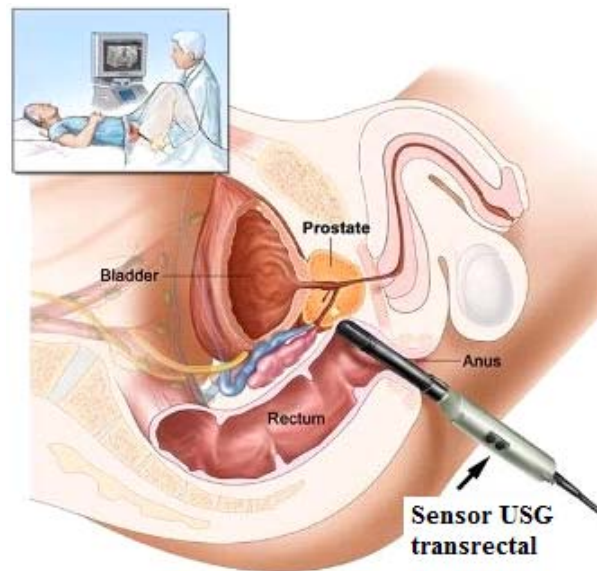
Ecografia transrectală a prostatei
